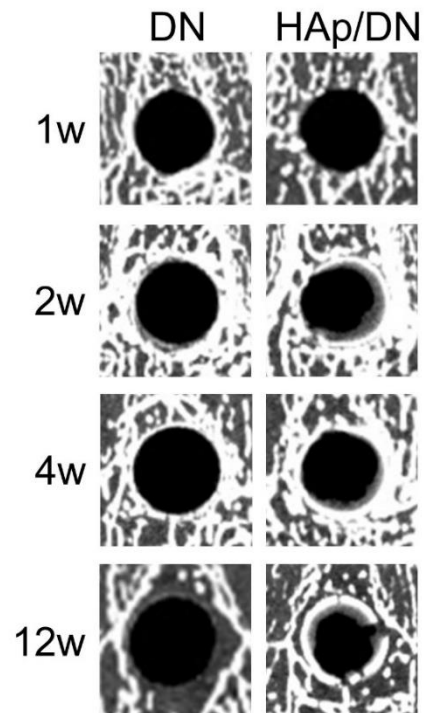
押出し力学試験後の大腿骨遠位部の検体の μ CT 画像
